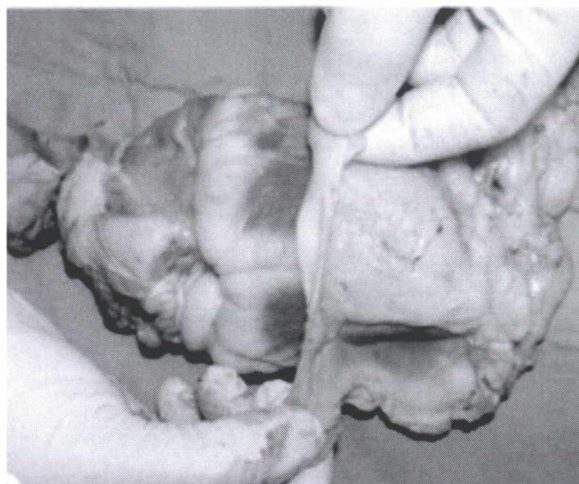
Les deux composantes de l'adiposité intrathoracique. Soulèvement du péricarde fibreux et du PAT permettant de découvrir le EAT et la surface myocardique. Adapté de Nelson et coll. Journal of Cardiovascular Magnetic Resonance (2009) ⁷⁰
